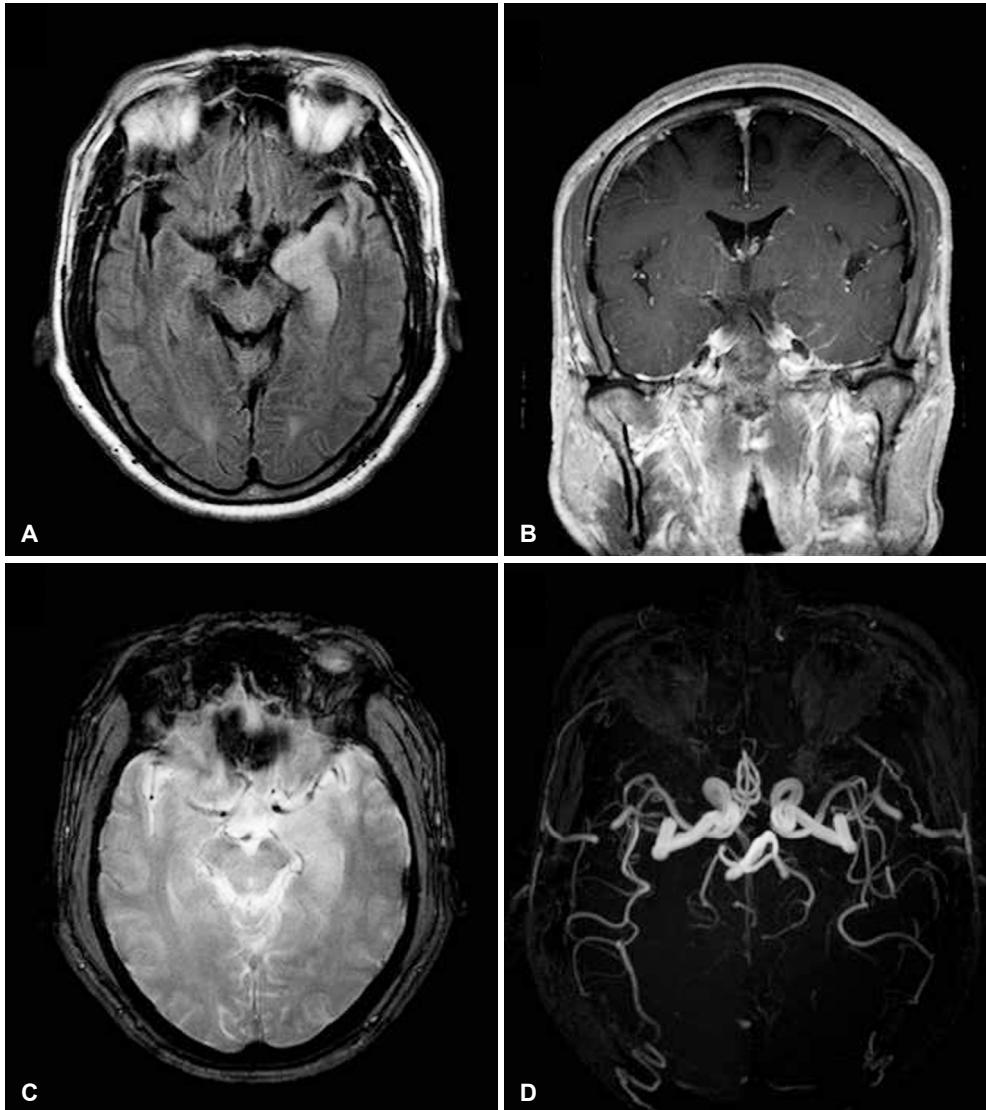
Brain magnetic resonance imaging (MRI). Fluid attenuated inversion recovery MRI shows high signal intensity in the left medial temporal lobe area, which is enhanced by gadolinium on T1 weighted imaging (A, B). Gradient echo imaging shows no hemorrhage, and magnetic resonance angiography is normal (C, D).
